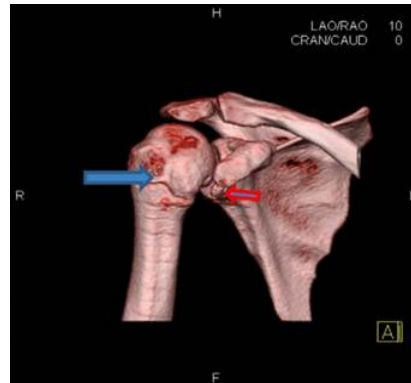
3D-CT zeigt Irregularität der Epiphyse (blauer Pfeil) und knöchernes Fragment (roter Pfeil) (124)
